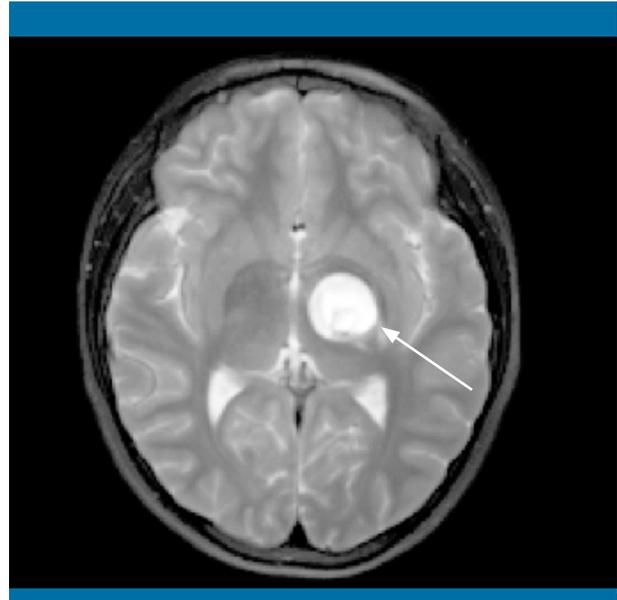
Resonancia magnética cerebral al diagnóstico
